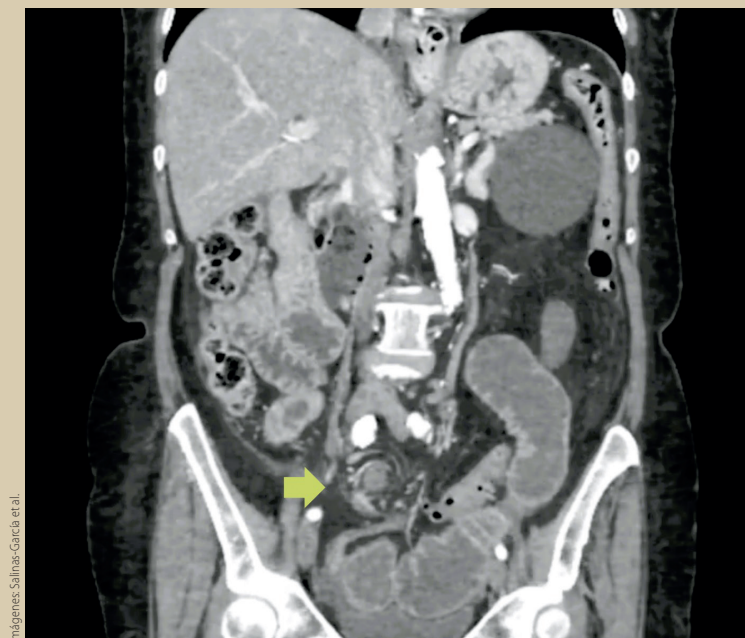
Corte coronal de tomografía abdominal (flecha) muestra el signo de remolino.
